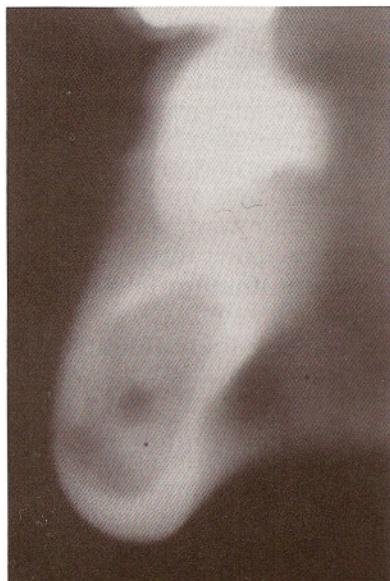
Нижняя челюсть в разрезе на компьютерной томограмме, хорошо видно расположение нижнечелюстного канала и его взаимоотношение с кортикальной пластинкой.
